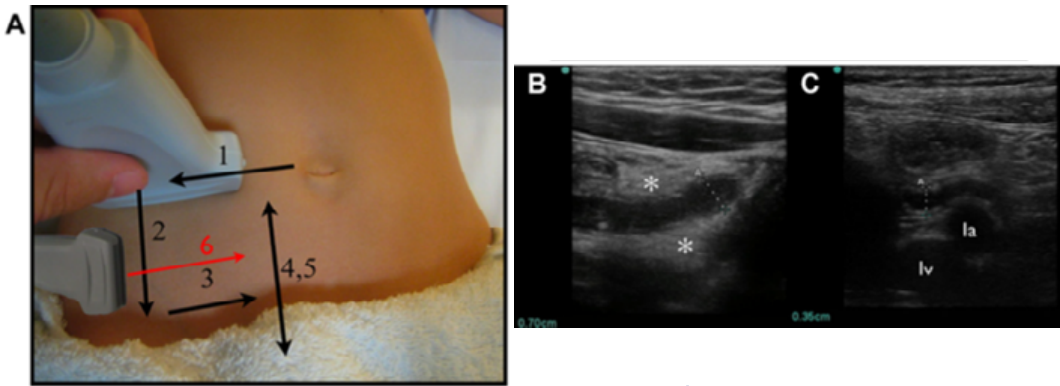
Técnica de compresión gradual de la ecografía.
